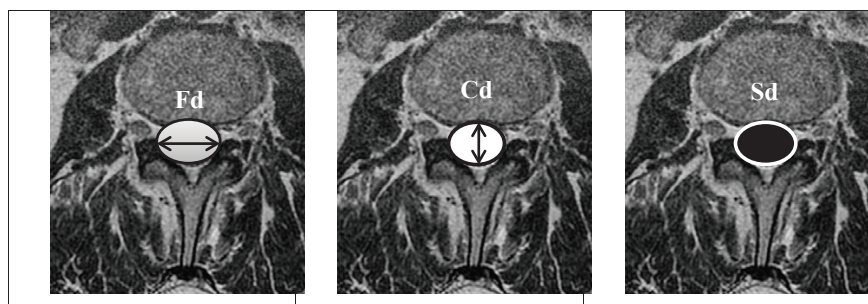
Планіметричні показники при МРТ-візуалізації інтрадурального простору
